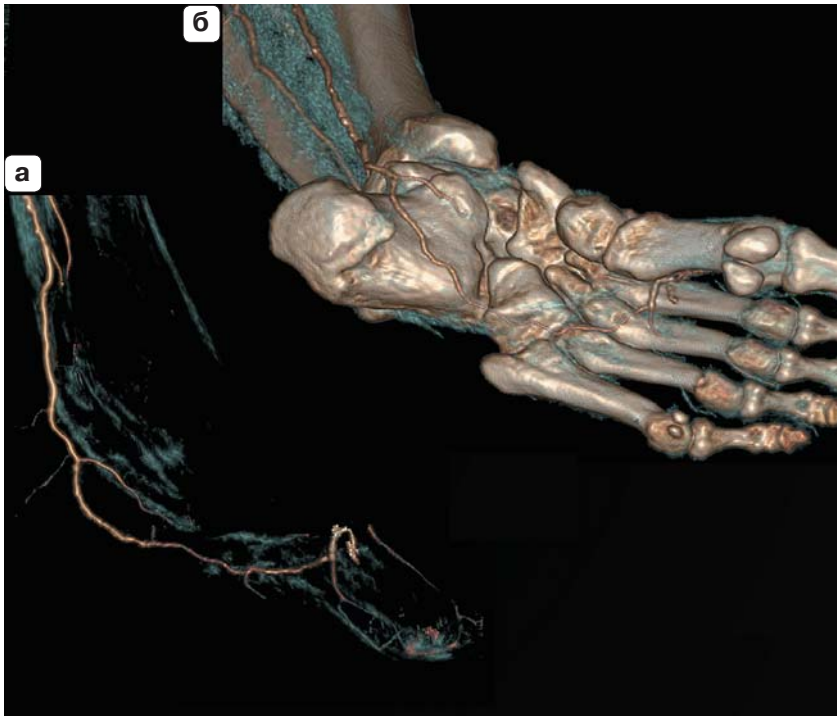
МСКТ-ангиограммы пациента 1, 58 лет. VR-изображения артерий правой стопы, вид снизу. а – вид с удалением костей; б – вид с костями стопы. Окклюзия тыльной артерии стопы. Контрастирование латеральной подошвенной артерии стопы, глубокой подошвенной артерии.
